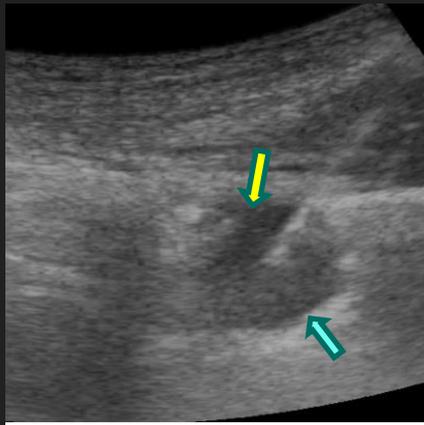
La lesión se identifica por ecografía como una formación hipoecoica ← en la que la interfaz con el pulmón aereado ← es claramente delimitada. Nótese la punta de la aguja en el centro de la lesión.
